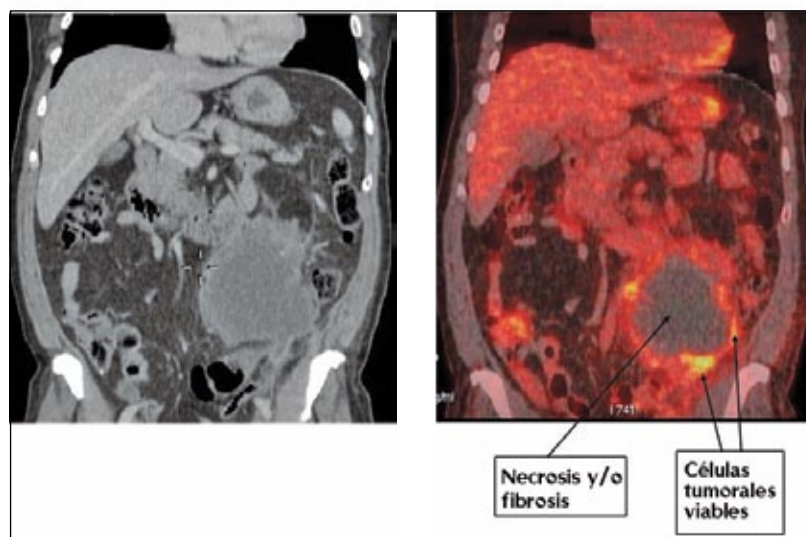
Masa abdominal en estudio. La imagen de Tomografía Computada (izquierda) y fusión PET/CT muestran una masa en hemiabdomen izquierdo con zona central hipodensa sin captación de FDG, sugerente de necrosis y/o fibrosis. Sólo la periferia de la lesión capta azúcar marcada, lo que indica viabilidad tumoral. En esta zona debe ser tomada la biopsia.
